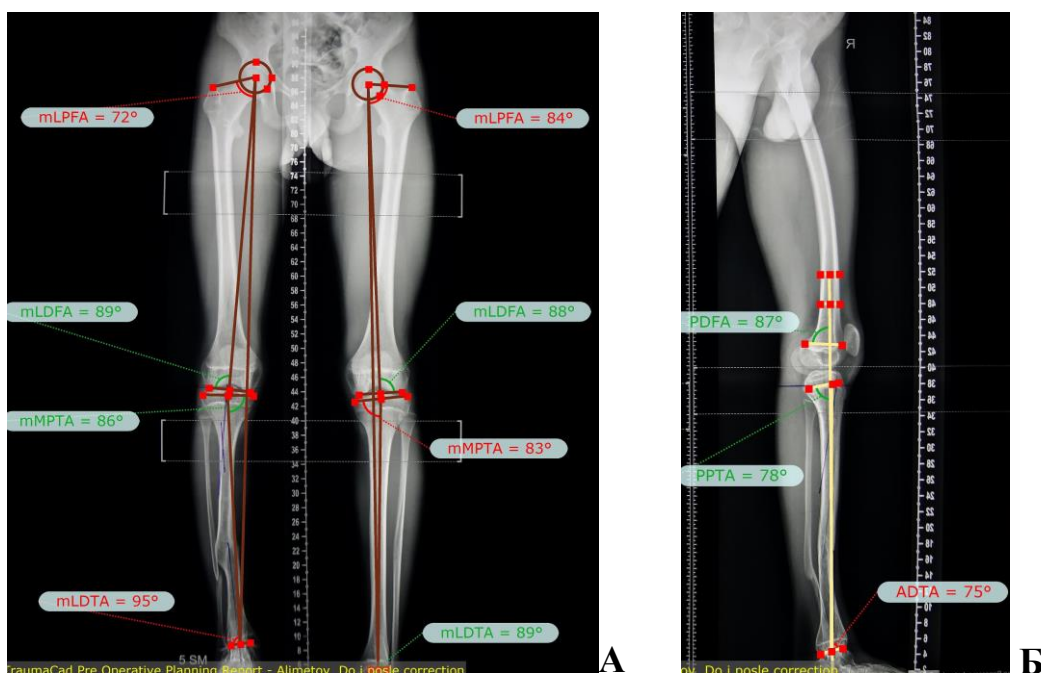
Рентгенография нижних конечностей пациента с консолидированным ВЛСКГ перед выполнением коррекции деформаций: А – переднезадняя проекция, Б – боковая проекция.
